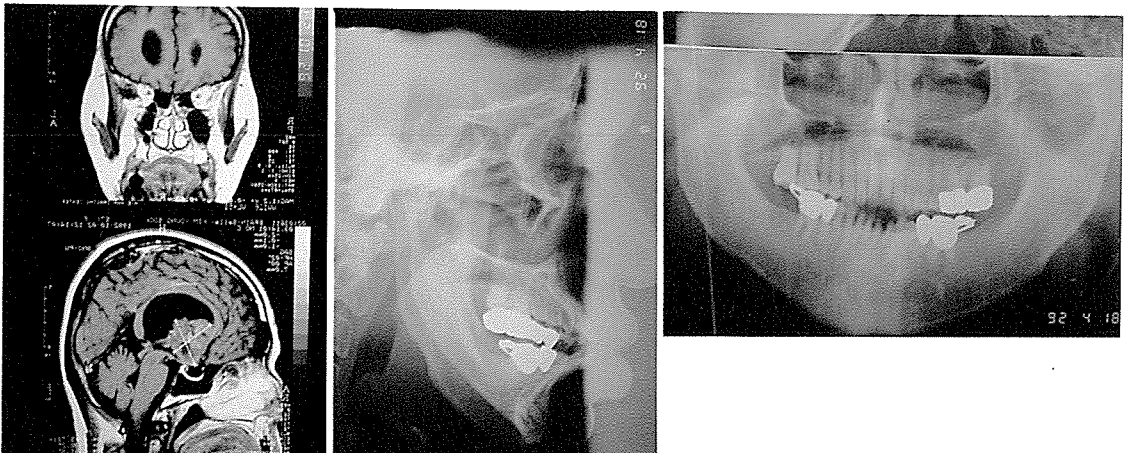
좌측의 MRI에서 pituitary에 tumor mass를 보여주고 있으며 lateral view 및 panoramic view에서 특히 하악골의 증가를 보여주고 있다.
